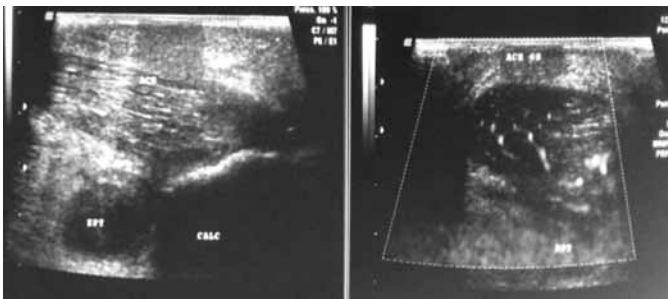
Aspect en échographie : Coupe longitudinale et transversale du tendon calcanéen montrant un tendon épaissi avec perte des bords parallèles, zones hypoéchogènes, bursite préachilléenne et des zones de néo-vascularisation au mode Doppler.
